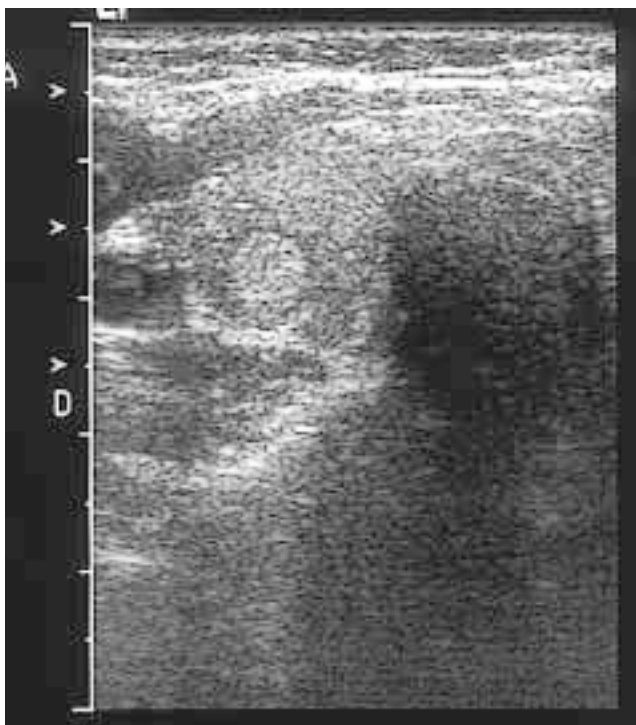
Adenoma de tiroides post irradiación: Paciente de 17 años con antecedentes de irradiación por meduloblastoma. A) Corte transversal lóbulo tiroideo derecho: Imagen nodular hiperecogénica con relación al tiroides vecino, homogénea y con halo sonoluciente alrededor de la lesión. B) Eco Doppler color: Lesión avascular con un anillo vascular que la rodea, hallazgo sugestivo de adenoma.
